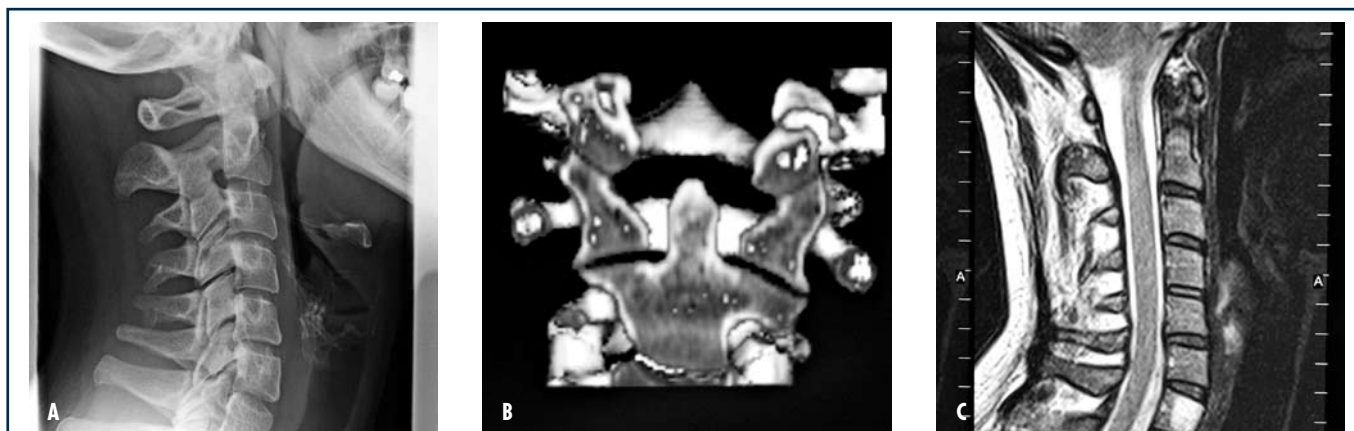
Sempre caso 1, a 12 anni dal trauma la paziente lamentava dolore nucale alla digitopressione, e cefalea saltuaria destra. Ai questionari riportava dolore VAS di 80/100, NDI di 44/100, e SF36 di 30/100. Le radiografie standard (A) e dinamiche del rachide cervicale evidenziavano riduzione della normale lordosi cervicale, con motilità C0-C7 di 62° in flessione, e 24° in deviazione laterale. Nessuna alterazione nel complesso C1-C2 alla TC con ricostruzioni 3D (B). Discopatie degenerative C5-C6 e C6-C7 con compressione midollare corrispondente, e persistenza dell'angioma in C7 alla RMN (C). L'EMG mostrava deficit cronico lieve dei nervi C4, C5, C8 destri e C5, C8 sinistri.
